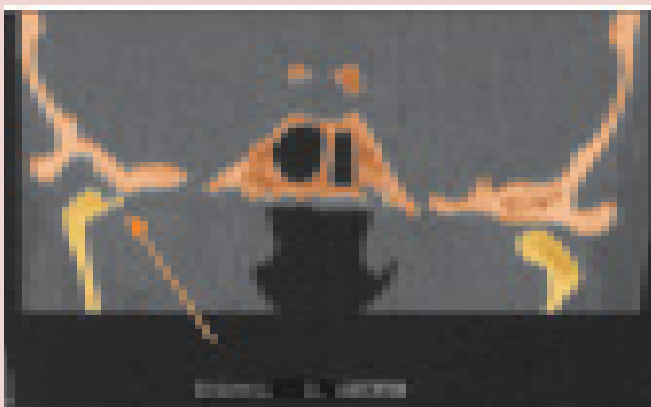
9B: Varredura por TC sagital revelando doença articular degenerativa. Há evidência de uma falta de continuidade óssea da fossa mandibular mais visível na imagem colorida.
